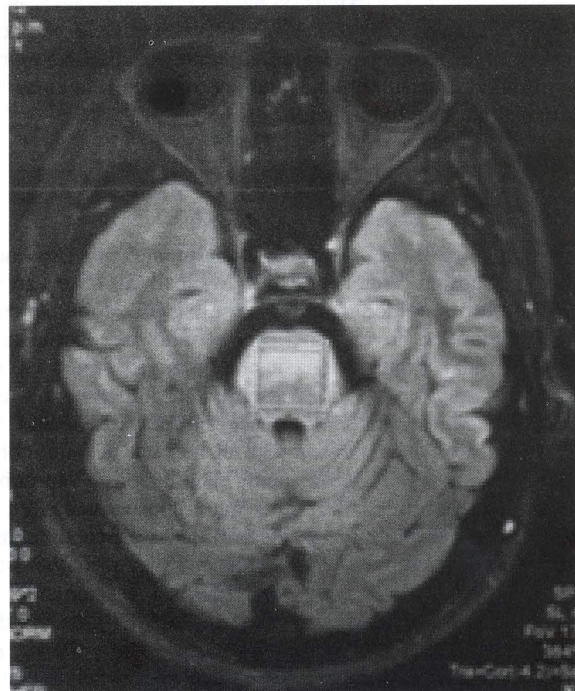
Imagen por estudio de resonancia magnética corte axial en protocolo FLAIR que muestra imagen hiperintensa en mesencéfalo de forma simétrica.
